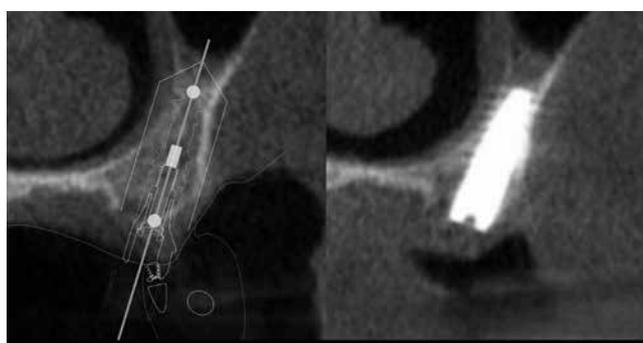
CT冠状断像：左上顎臼歯部（左：プランニング、右：術後）
